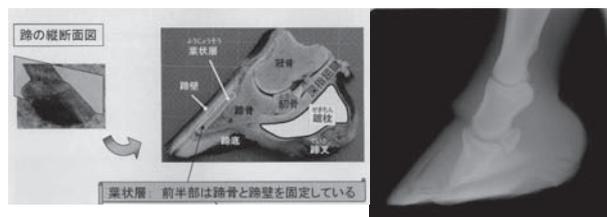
蹄の解剖図(左)と蹄葉炎を発症した馬のX線画像(右)
